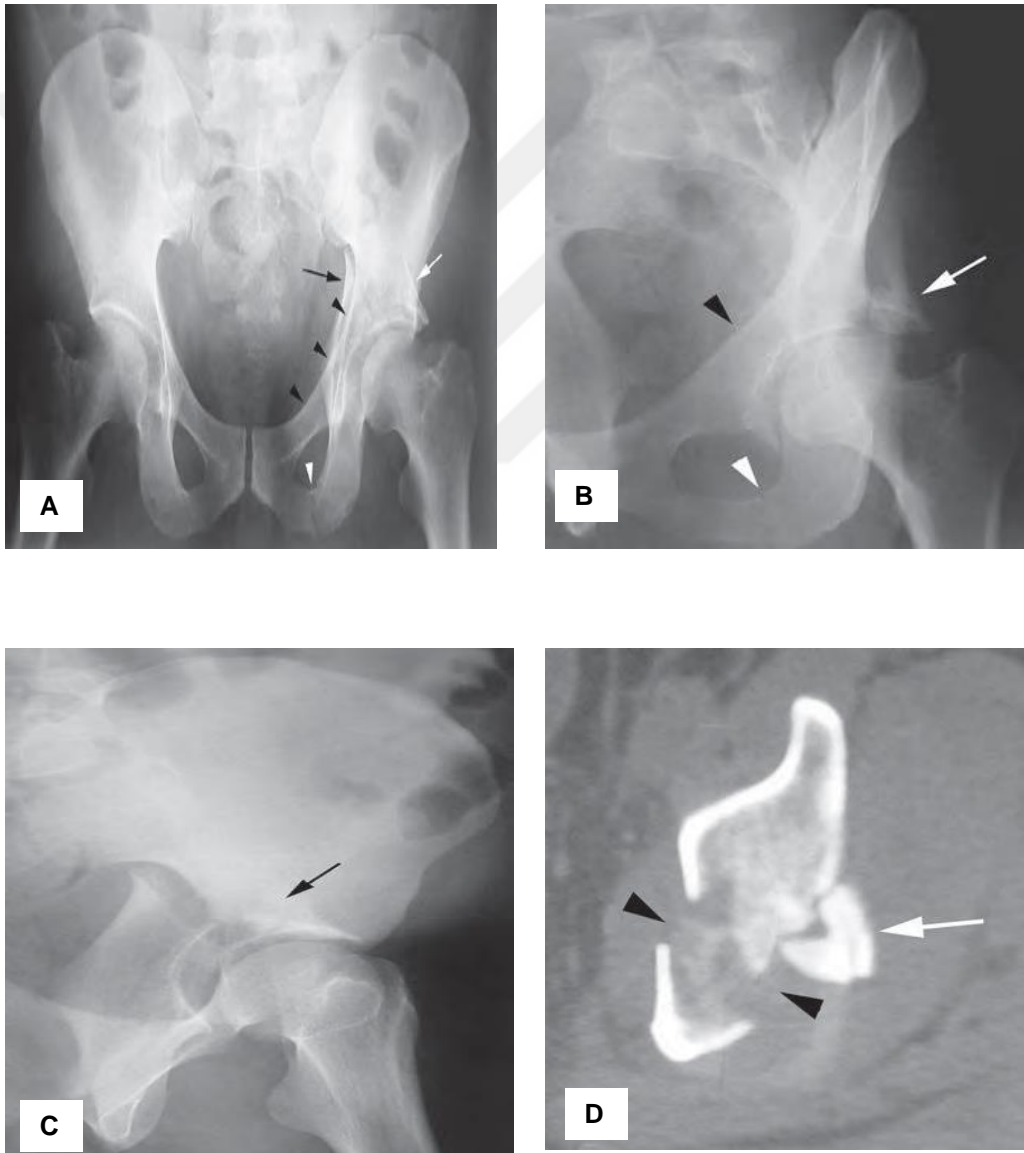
Transvers Kırık Radyografisi A; AP grafi B; Obturator oblik grafi C; iliak oblik grafi D; BT görüntüsü.
